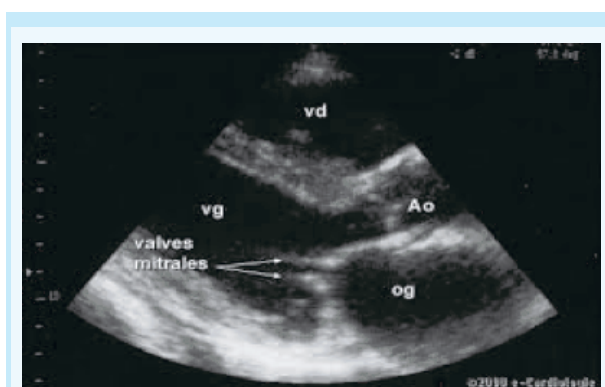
Image bidimensionnelle de rétrécissement mitral sur une incidence parasternale grand axe longitudinale à l'ETT.
